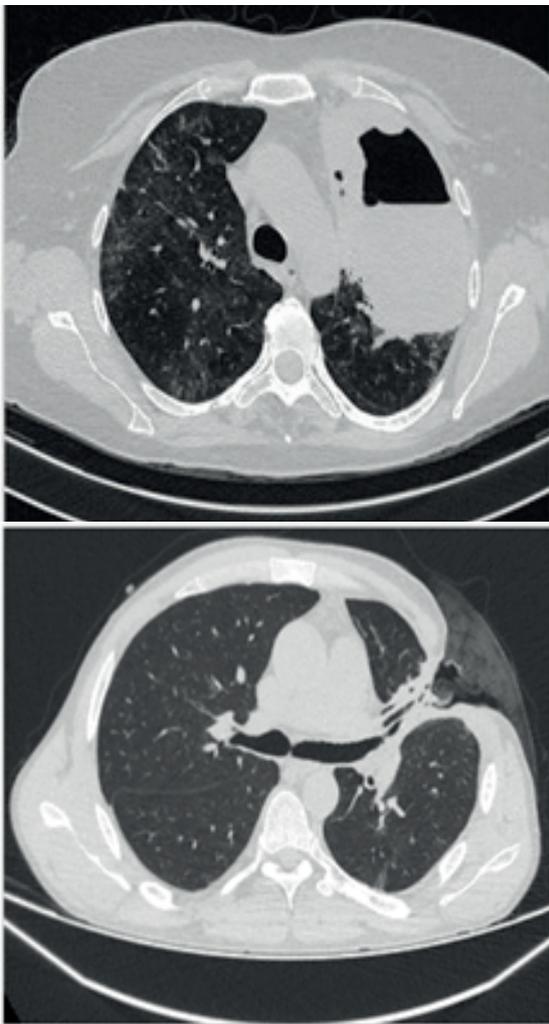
Сканы КТ ОГК до и после установки микро-торакостомы с «фитильной» ВАК-конструкцией
